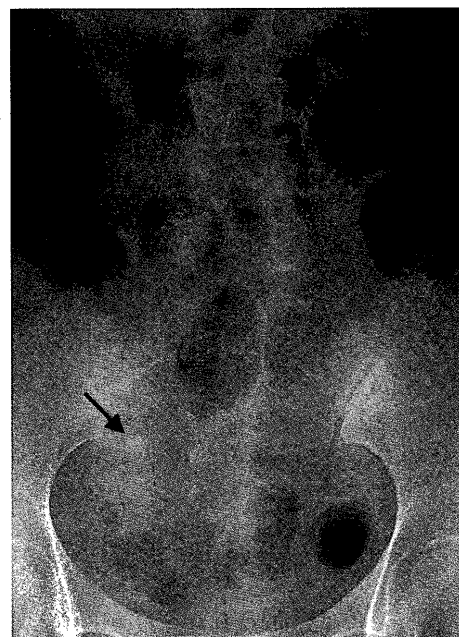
腹部単純X線：多量の小腸ガス像と右下腹部に石灰化陰影（矢印）を認めた。
